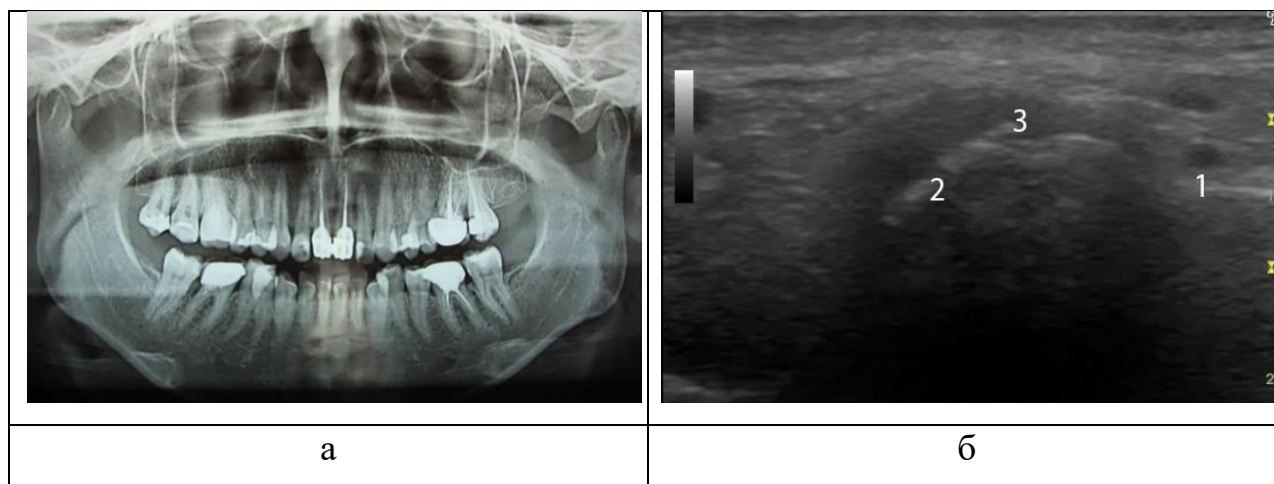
Пацієнтка П., 29 років. Ортопантомограма (а), дані ультразвукового дослідження (б – фронтальний скан позаду від головки НЩ; 1 – задній край гілки НЩ; 2 – задньо-латеральний фрагмент головки НЩ; 3 – остеофіт)
